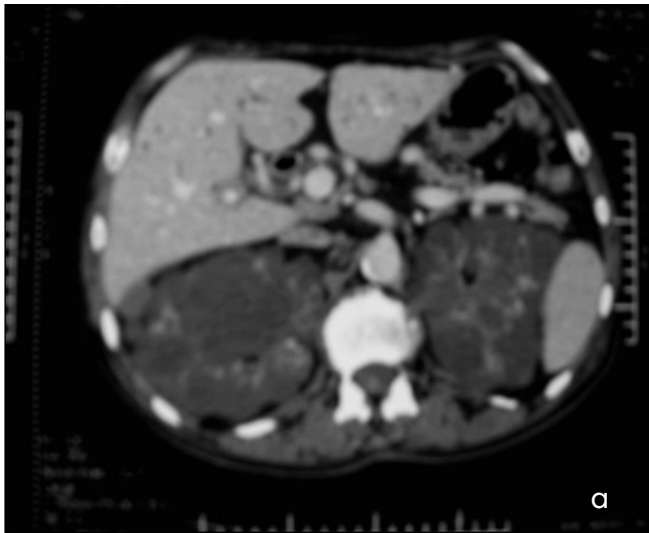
TC addome con mezzo di contrasto. Evidenti multiple formazioni cistiche con marcata dilatazione delle vie biliari extraepatiche ed intraepatiche soprattutto del coledoco. Completo sovvertimento policistico dei reni che sono di notevoli dimensioni.
